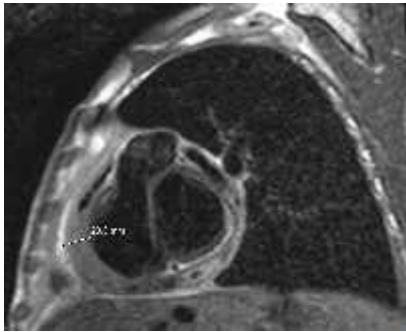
coupe sagittale de l'IRM cardiaque en mode T1 montrant un péricarde épaissi mesurant 20mm.
